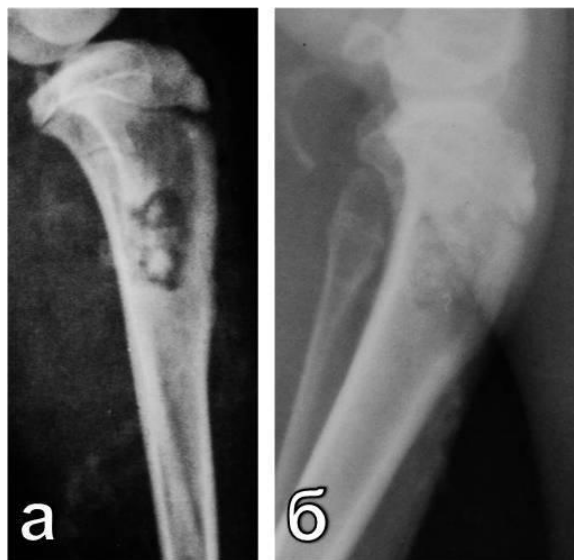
Контрольные рентгенограммы на 45-е сутки:
